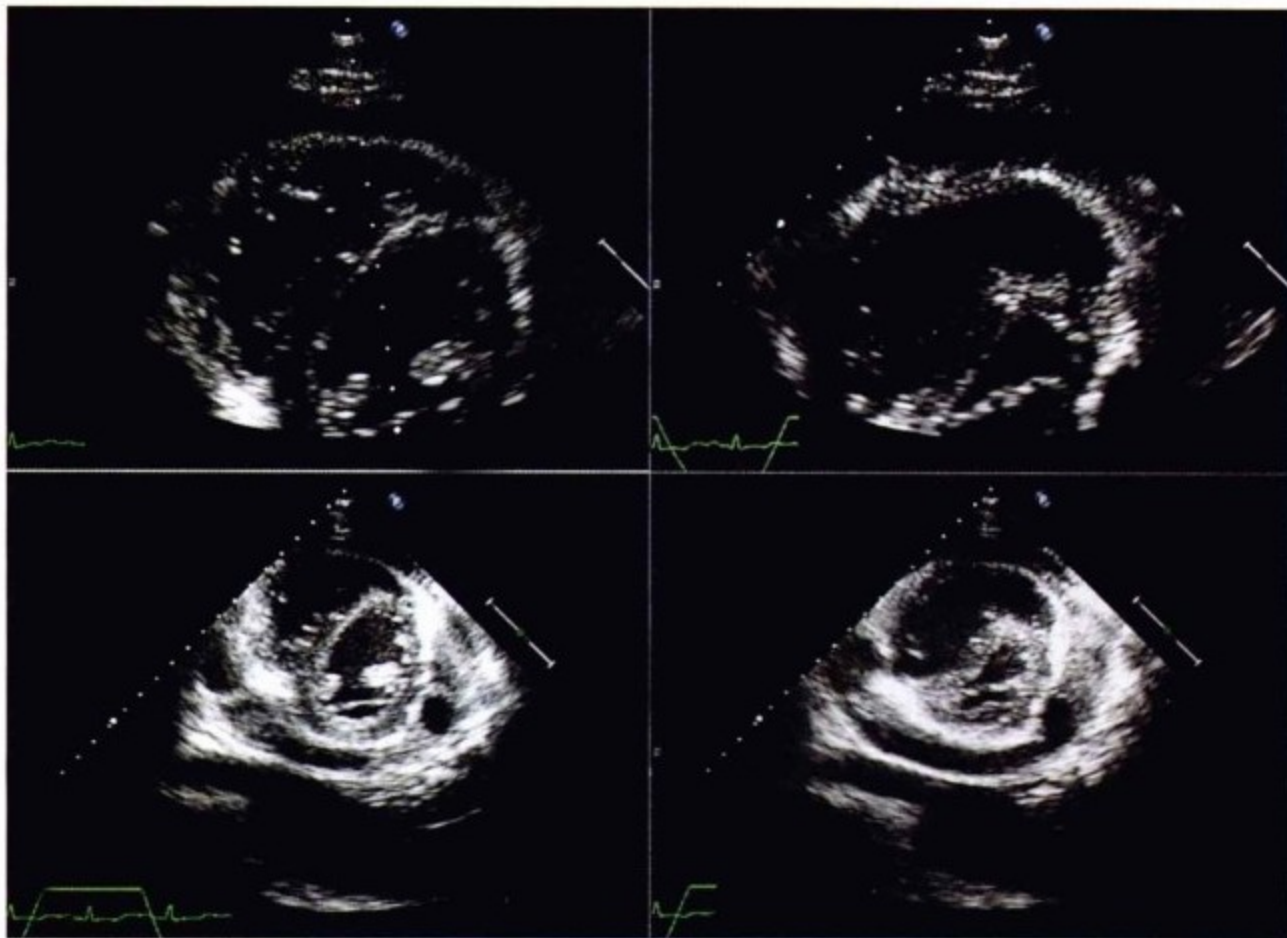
经胸超声心动图显示呼气(左侧)和吸气(右侧)时第一个心动周期的胸骨旁短轴位图像。可见中等量心包积液,吸气时室间隔向左侧偏移,符合心室间相互依赖表现。壁层及脏层心包均未见异常。
